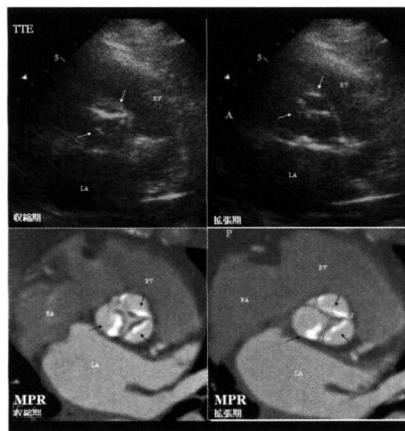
TTE 大動脈弁短軸像（上段）,CT画像MPR表示
